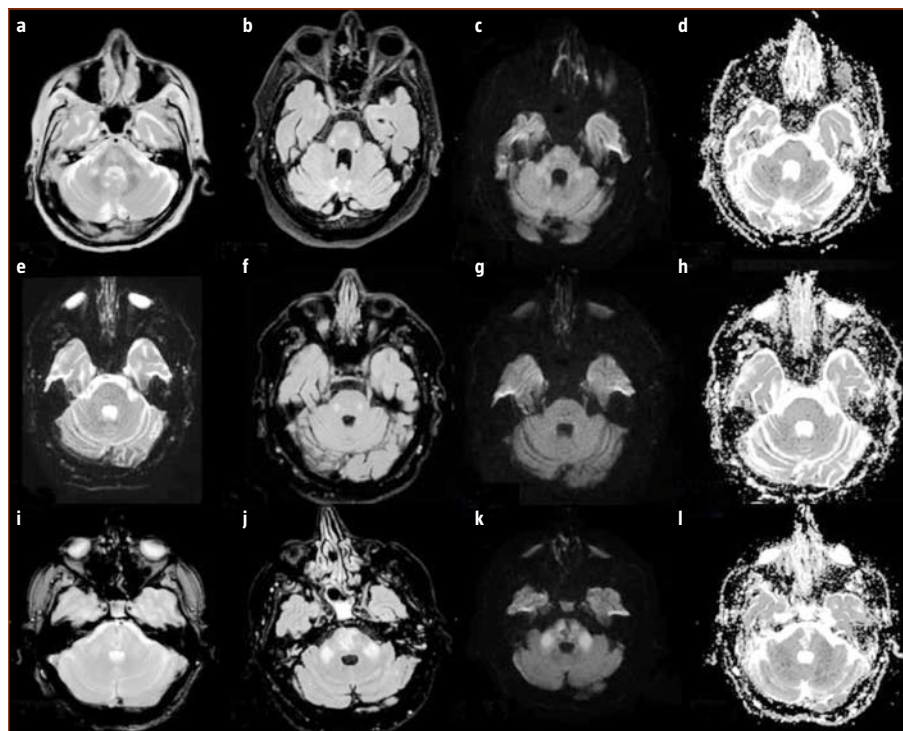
Resonancia magnética de cráneo del caso 1 (a-d), del caso 2 (e-h) y del caso 3 (i-l). Se muestran de cada paciente cortes axiales de secuencias T₂ (FLAIR, difusión DWI y mapa de coeficiente de difusión aparente, respectivamente).
